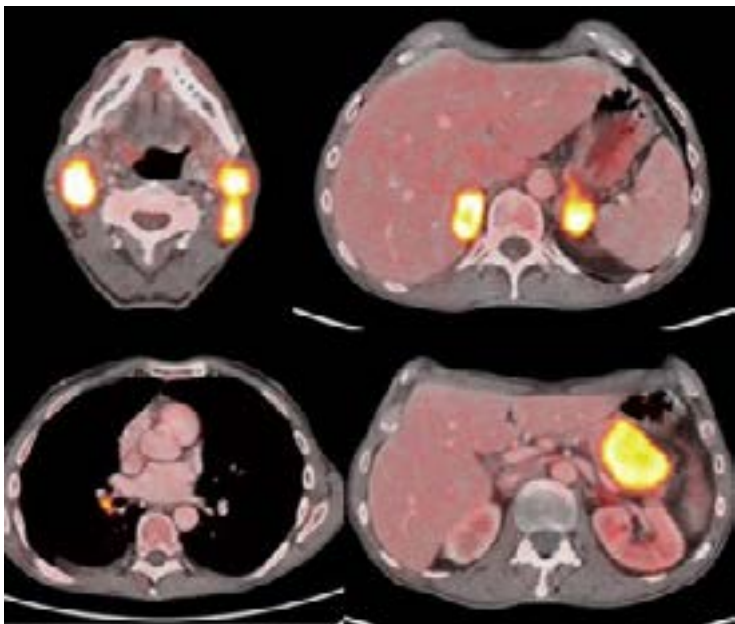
Recaída objetivada en PET con adenopatías locoregionales, cervicales bilaterales, metástasis suprarrenales bilaterales y metástasis pancreática
